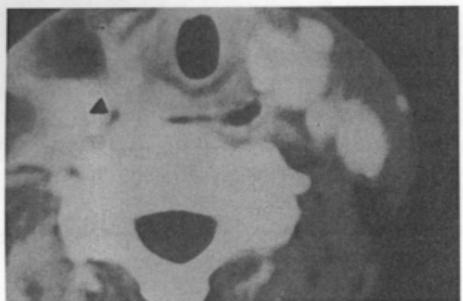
Postoperative CT : Total removal of mass and fluid collection with localized gas density(◀)
